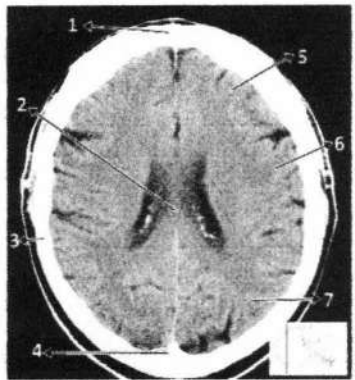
Anatomi Otak Irisan *cross sectional* 8 pada CT (Moeller, 2007)
